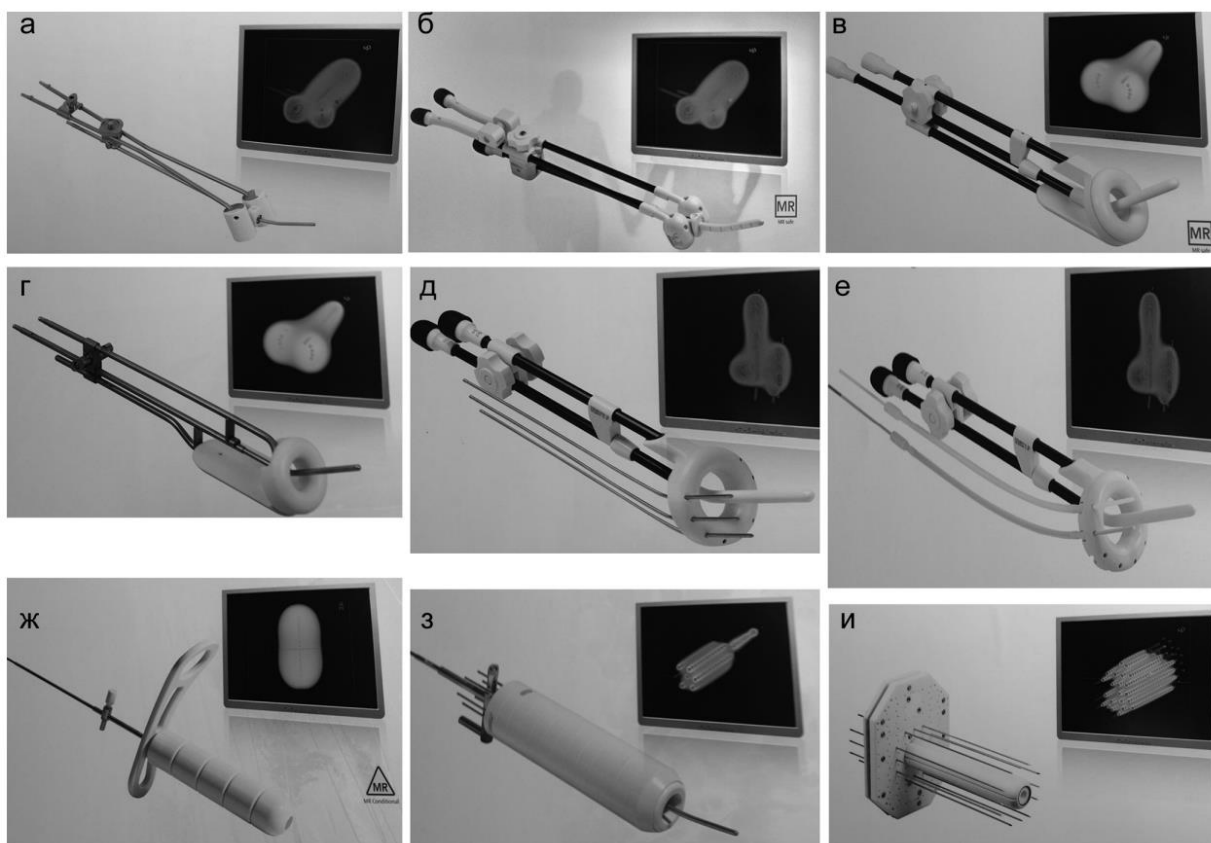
Различные виды аппликаторов для проведения внутриматочной и внутритканевой лучевой терапии: а – аппликатор Флетчера–Вильямсона; б –КТ/МРТ-совместимый аппликатор Флетчера; в – кольцевой КТ/МРТ-совместимый аппликатор; г – кольцевой аппликатор; д – венский кольцевой КТ/МРТ-совместимый аппликатор; е – внутритканевой кольцевой КТ/МРТ-совместимый аппликатор; ж – вагинальный цилиндрический аппликатор Титаниум; з – вагинальный аппликатор Майами; и – универсальный промежуточный внутритканевой аппликатор Мартинеса (MURIT)
